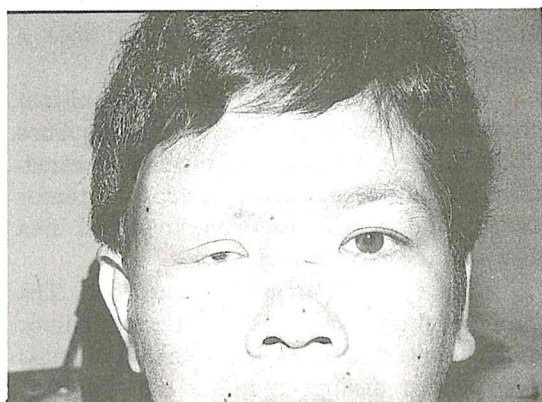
Photograph and CT scan post 3 courses of chemotherapy and hyperthermia*
